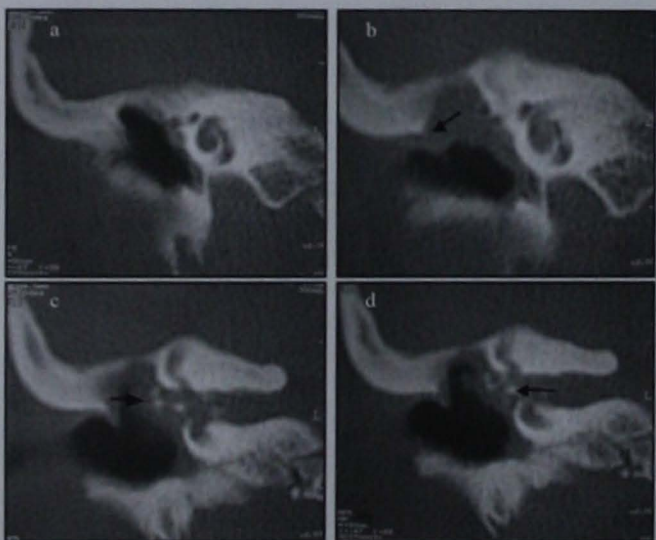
Tomografía simple de oídos. Cortes coronales. Lisis de la cadena osicular, escudo (flecha en 5b) y canal semicircular lateral (flecha en 5c). Obsérvese nuevamente una densidad de tejidos blandos que se introduce desde el oído medio hacia el oído interno más claramente en las imágenes inferiores (flecha en 5d).
